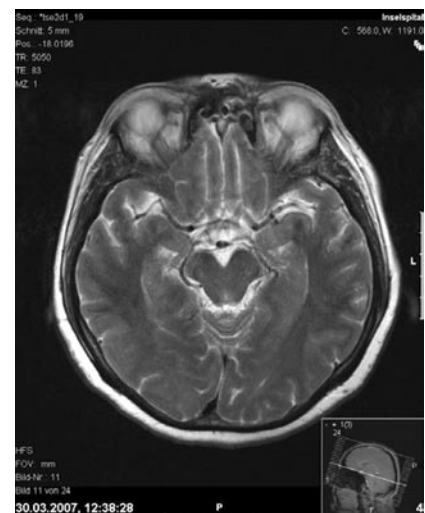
▲ Die Kontroll-MRT nach seriellen endovaskulären Interventionen zeigt im T2-Bild ein seitengleiches Kaliber der V. ophthalmica superior ohne frühe arterielle Füllung
